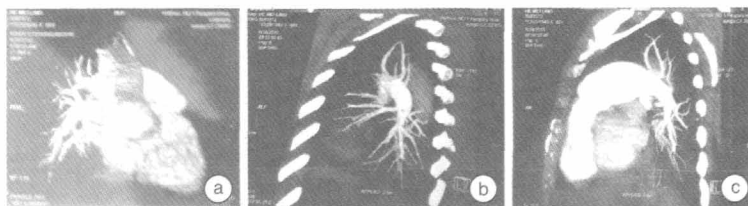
1 例急性肺栓塞女性患者溶栓、抗凝治疗半年后(2010 年 6 月 24 日)CT 血管成像容积重建右前位(a)及最大密度投影左后位(b)、左前位(c)显示双肺动脉干及各叶、段动脉内均未见充盈缺损影,血管走行、分布自然
